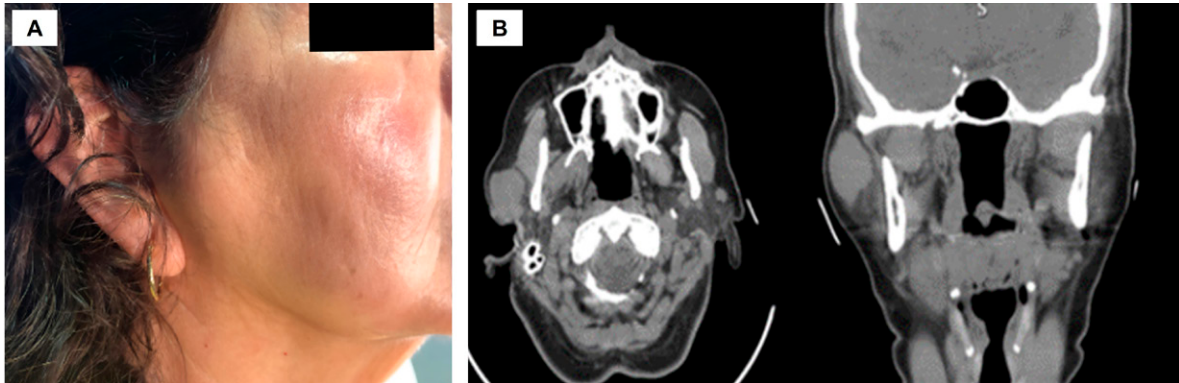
Imágenes iniciales. A. Fotografía extraoral lateral de la región preauricular donde se puede observar el aumento de volumen que se encuentra en la región parotídea, sin cambios en la piel. B. Tomografía computarizada en dos cortes a nivel de atlas para la vista axial y nivel de nasofaringe en la vista coronal. En la vista transversal se observa un área isodensa a tejidos blandos con bordes mal definidos asociados con la glándula parótida. En la vista coronal se pueden identificar los bordes delimitados bien circunscritos en la región preauricular derecha.
